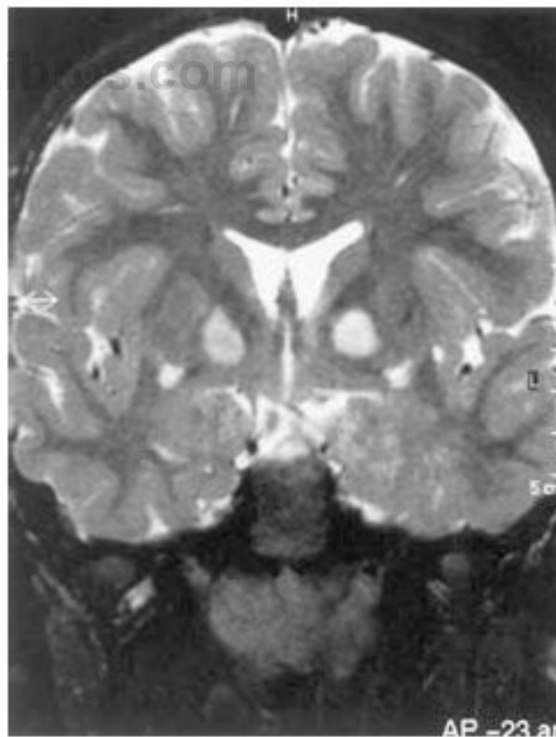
Imagen coronal de RM potenciada en T2 que muestra lesiones bilaterales de señal alta en los ganglios basales, alteraciones características de la neurofibromatosis de tipo 1.
